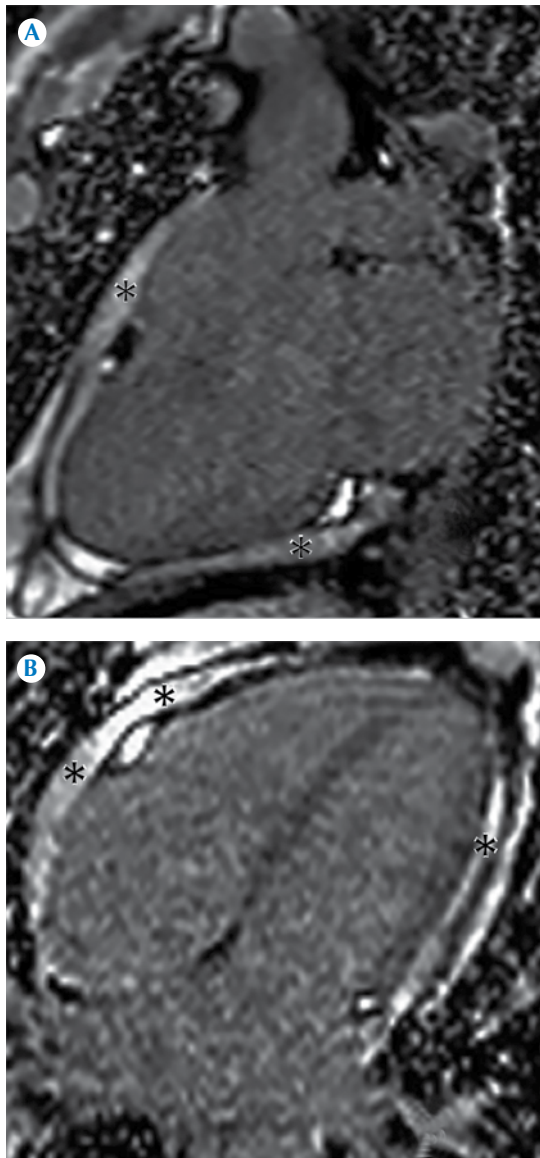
Resonancia magnética cardiaca. A) Pericardio engrosado y con reforzamiento tardío en eje de tres cámaras. B) Mismos hallazgos que en A pero en eje de cuatro cámaras.
